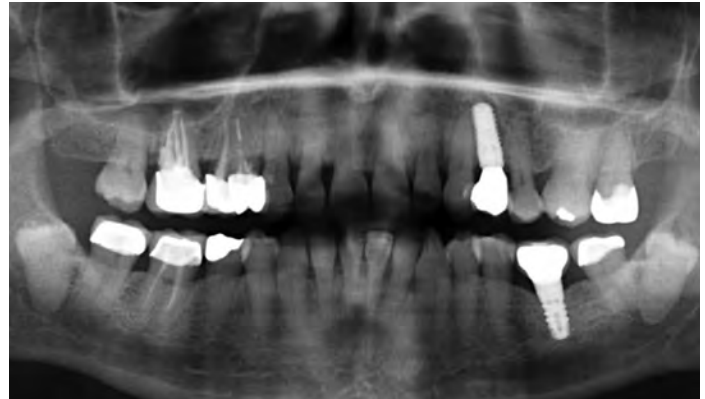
Kontrollröntgen ein halbes Jahr nach Kroneneingliederung
